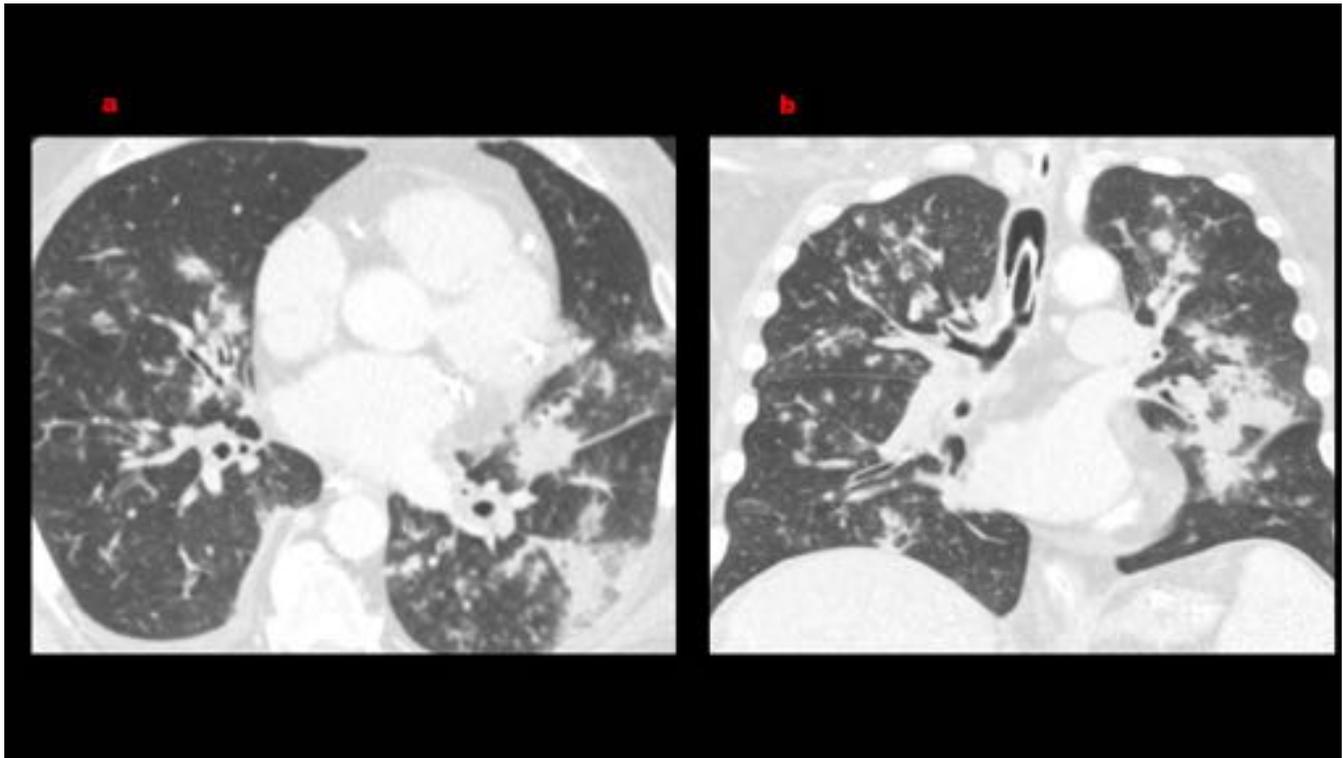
Semanas después de presentar fístula urinaria tras cistectomía radical laparoscópica, el mismo paciente descrito en la fig. 7 presenta disnea y fiebre. TC: (a) axial y (b) sagital muestran infiltrados pseudonodulares confluentes en relación con neumonía. Se confirmó aspergilosis invasiva
